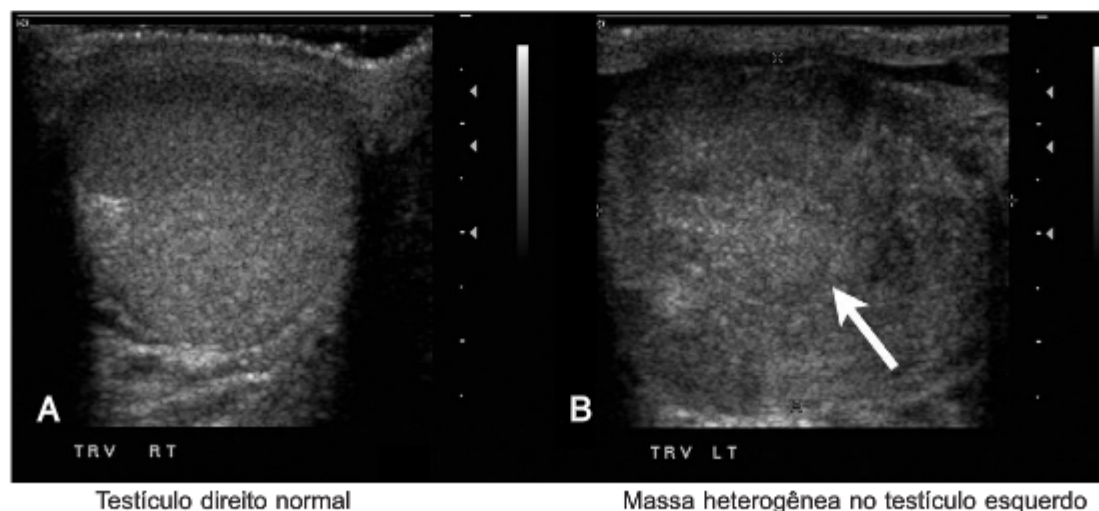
A, Imagens normal de ultrassonografia do testículo. B, Massa heterogênea no testículo esquerdo (seta) que é muito irregular. A patologia foi compatível com carcinoma de células embrionárias com invasão linfoscavular extensa.
